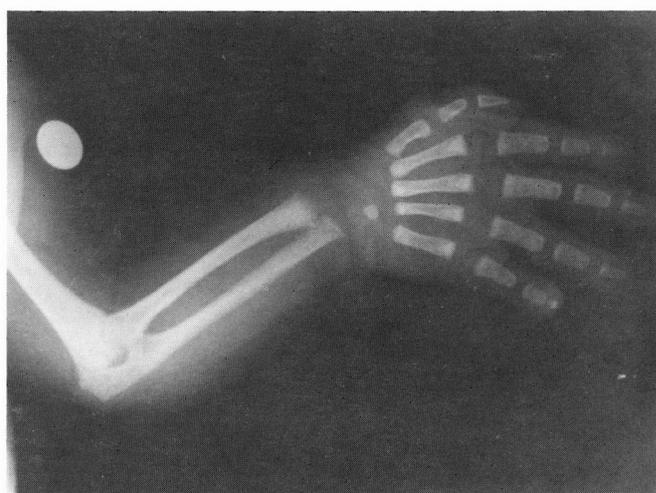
Radiografia do membro superior: sinostose rádio-ulnar.
